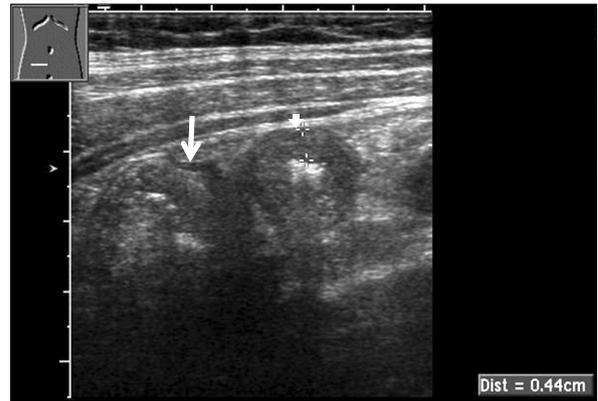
Ultrasound imaging of ileocectitis. US scan shows thickening of the wall of the terminal ileum (short arrow) and cecum (long arrow). Image is obtained with a linear transducer in the right lower quadrant.
